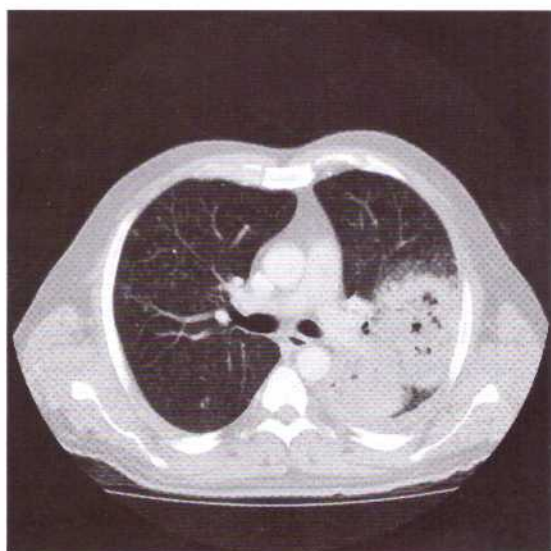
Angio-TAC de tórax. Extensa consolidación del lóbulo inferior izquierdo con varias colecciones líquidas en su interior. En el pulmón derecho múltiples nódulos y opacidades centrilobulillares tipo árbol en gemación.
